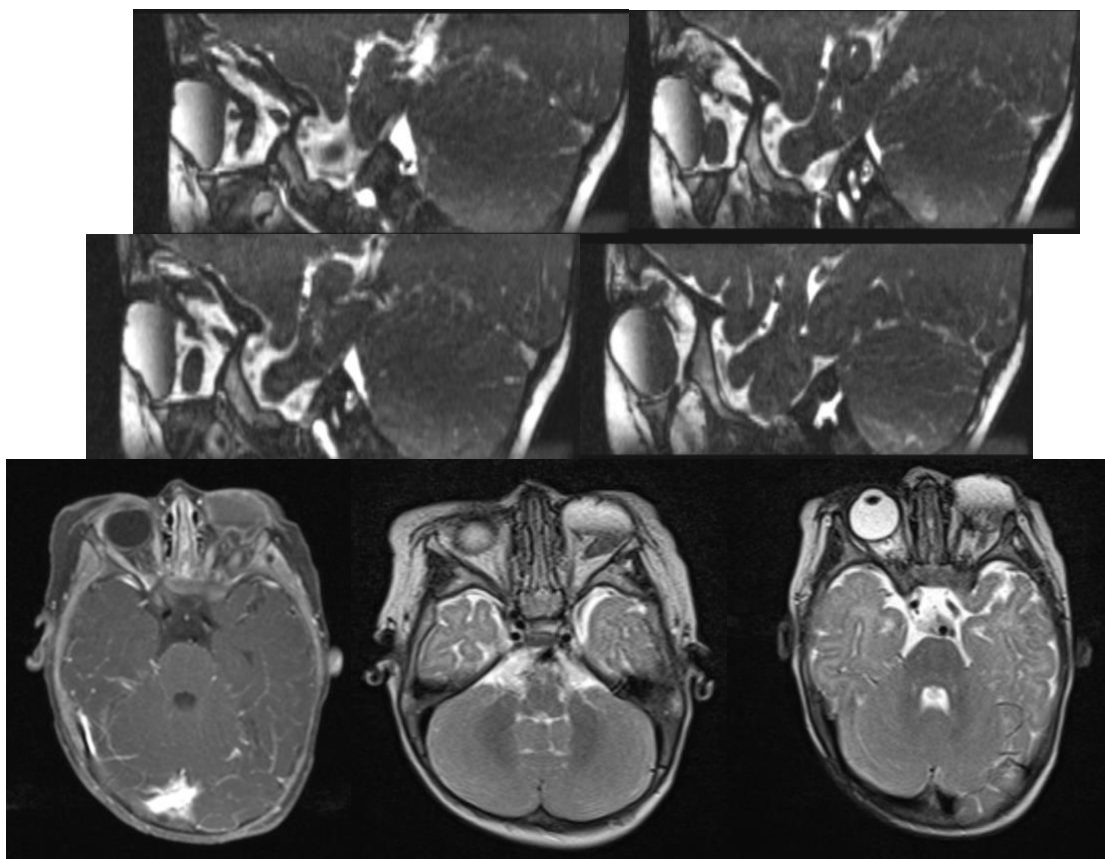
МРТ-картина кистозного образования левой орбиты, анофтальмии, кистозный глаз
